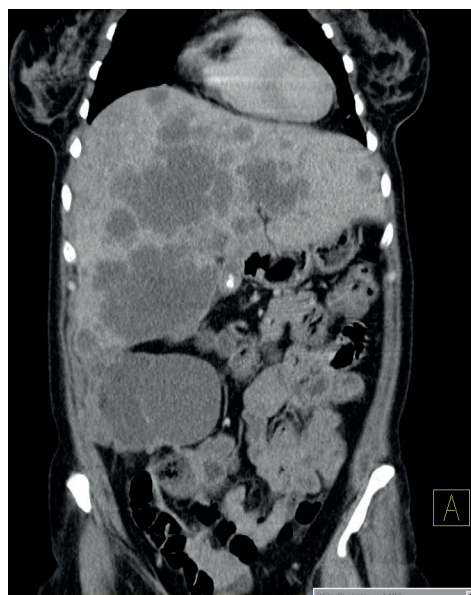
КТ. Корональный срез
